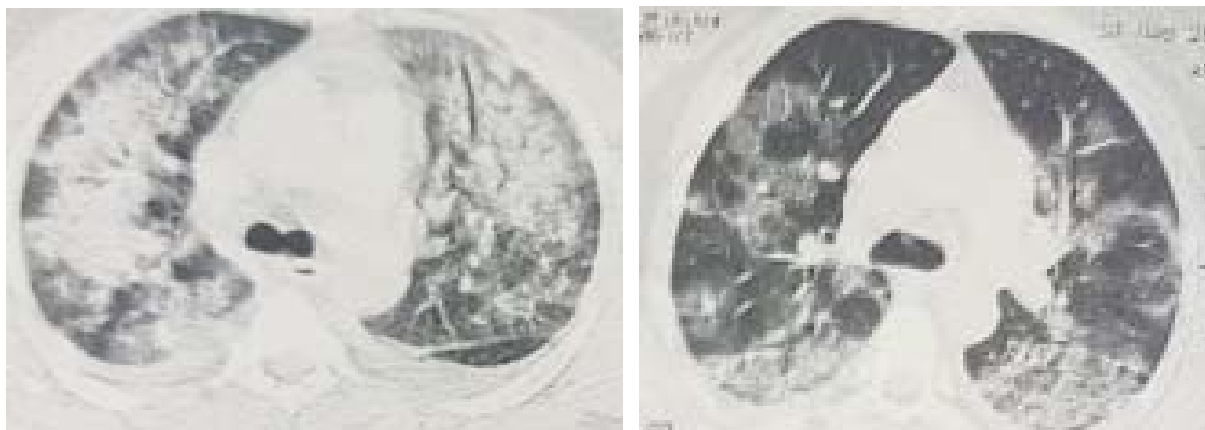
TDM thoracique en fenêtre pulmonaire en coupe axiale montrant une atteinte périphérique sous pleurale.
